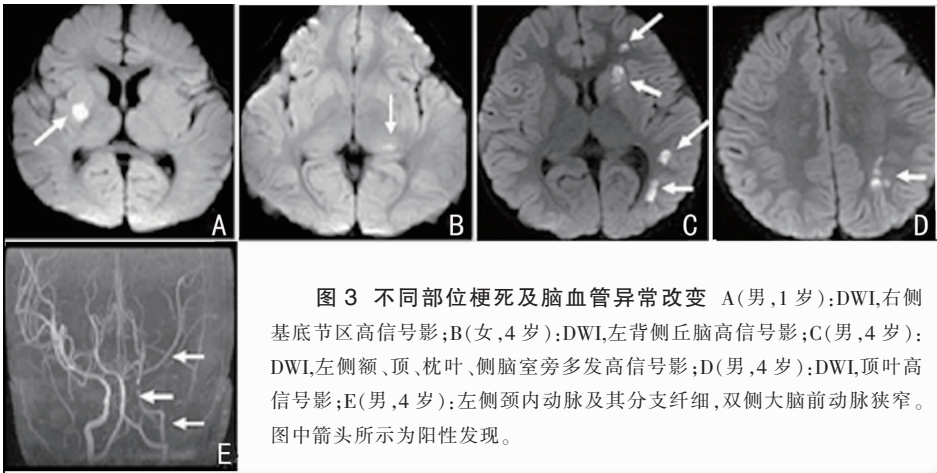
不同部位梗死及脑血管异常改变 A(男,1 岁):DWI,右侧基底节区高信号影;B(女,4 岁):DWI,左背侧丘脑高信号影;C(男,4 岁):DWI,左侧额、顶、枕叶、侧脑室旁多发高信号影;D(男,4 岁):DWI,顶叶高信号影;E(男,4 岁):左侧颈内动脉及其分支纤细,双侧大脑前动脉狭窄。图中箭头所示为阳性发现。
